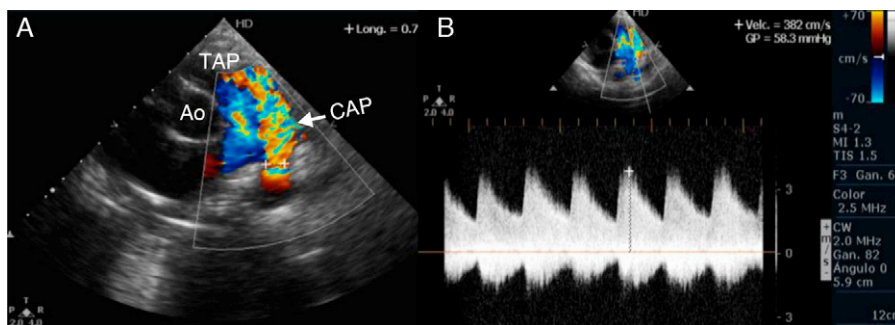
A) Imagen ecocardiográfica bidimensional y con Doppler color, en el eje corto paraesternal a nivel de grandes vasos. Se observa el flujo torrencial de aorta a pulmonar a través de un conducto arterioso permeable grande (flecha). B) Estudio ecocardiográfico bidimensional y con Doppler color y continuo, en el eje corto paraesternal a nivel de grandes vasos que muestra la medición del gradiente aorto- pulmonar. Ao: aorta; TAP: tronco de arteria pulmonar; CAP: conducto arterioso permeable.
